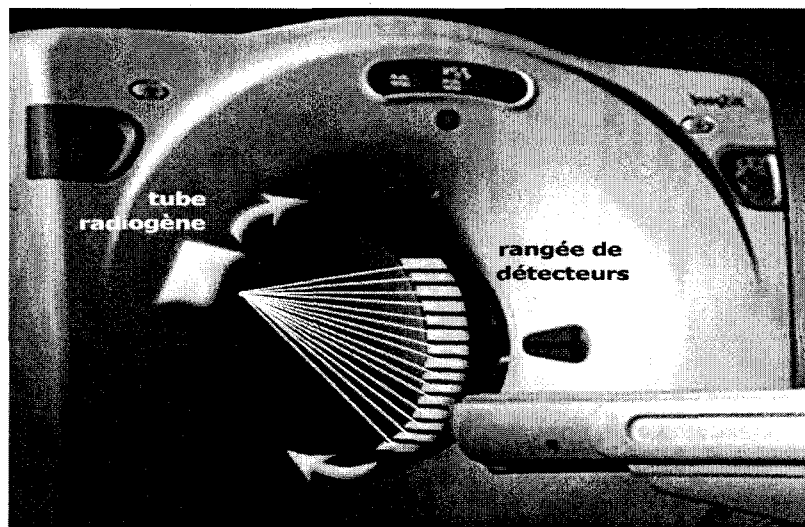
En radiographie, on obtient une image à partir de rayons X interagissant avec les tissus d'un sujet qui noircissent un film à cause d'une variation de densité, lequel film est associé à un écran dans une cassette. On parle de «tomodensitométrie» lorsque des milliers de petits détecteurs disposés en anneaux autour d'un sujet mesurent les photons transmis et permettent l'obtention de tranches d'images et se substituant à l'ensemble film-écran. Extrait du site internet : www.medvet.umontreal.ca.
